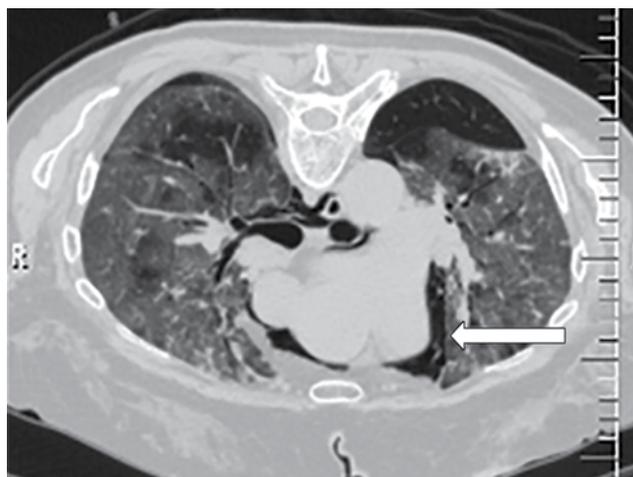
МСКТ органов грудной клетки у больной Т., стрелкой обозначен участок воздуха в средостении
